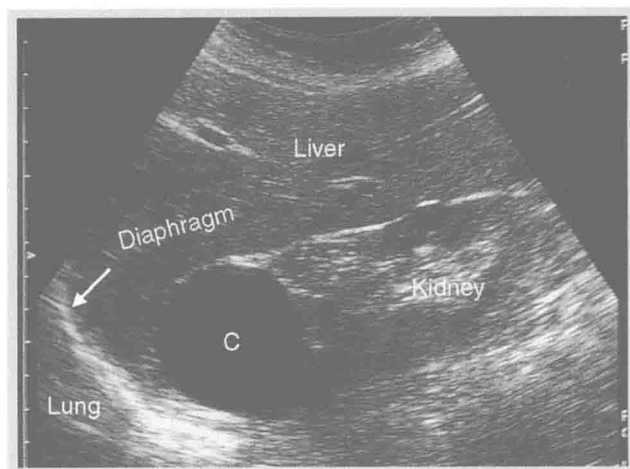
通過肝臟和右腎的縱切面 (longitudinal section) 超音波像。在腎臟的上極 (upper pole) 有一囊腫 (cyst) (C)。Liver = 肝臟；Diaphragm = 橫膈；Lung = 肺部；Kidney = 腎臟。
